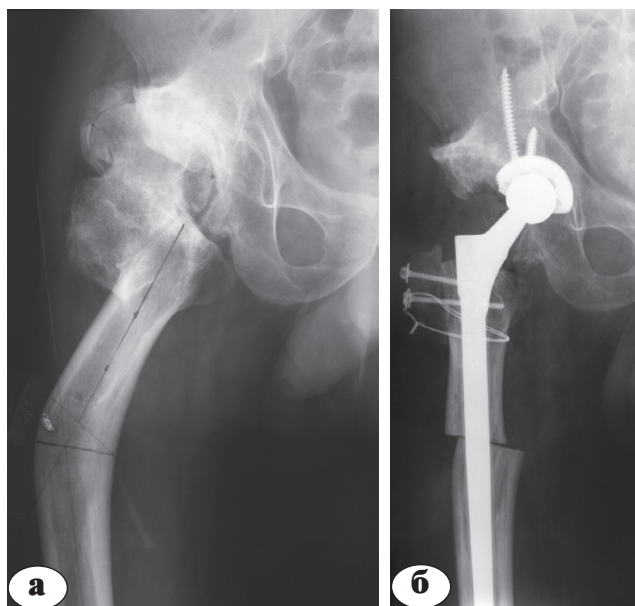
Рентгенограммы пациента Д., 56 лет:
